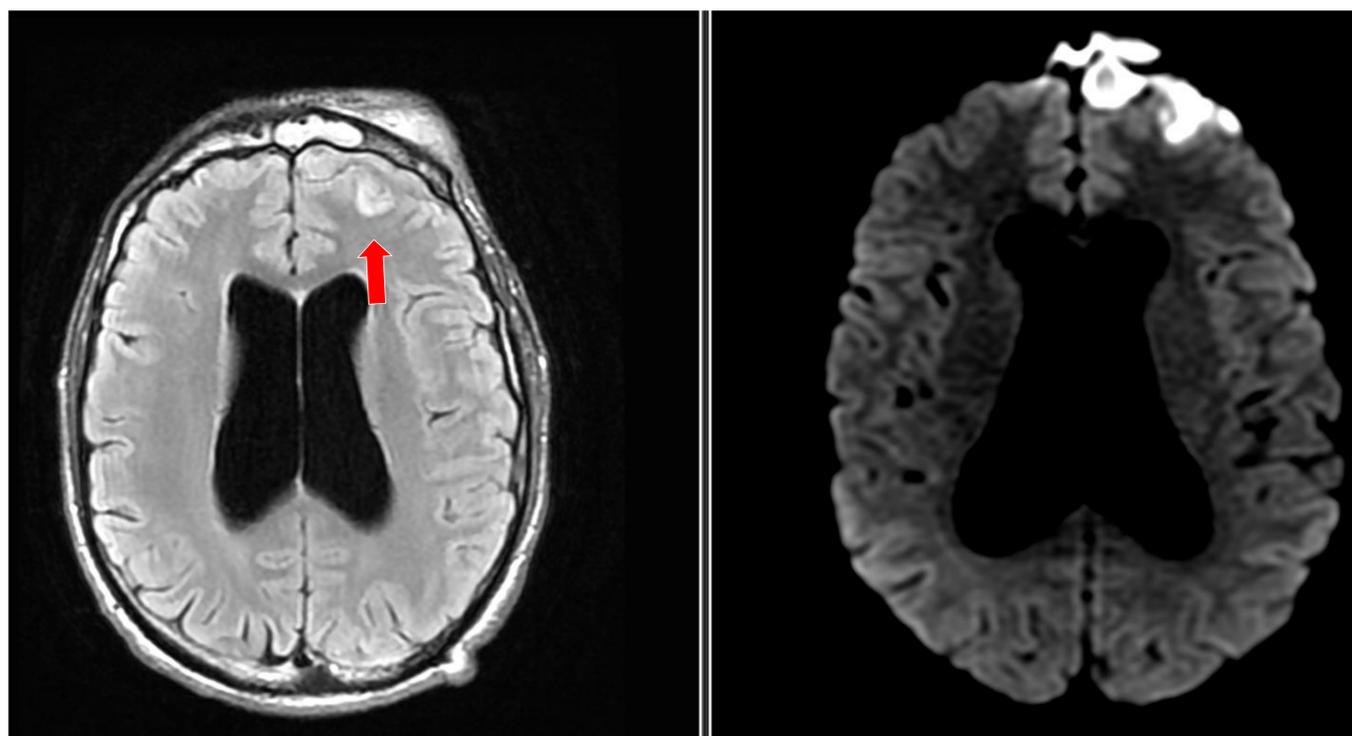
En el paciente anterior (figura 4), ante la presencia de extensión intracraneal se decide ampliar el estudio con RM (izquierda, secuencia FLAIR. Derecha secuencia difusión B1000) en el que se detecta un foco de cerebritis en la circunvolución frontal izquierda (flecha). El estudio se realiza sin CIV. El paciente indica que es alérgico a los contrastes con gadolinio.
